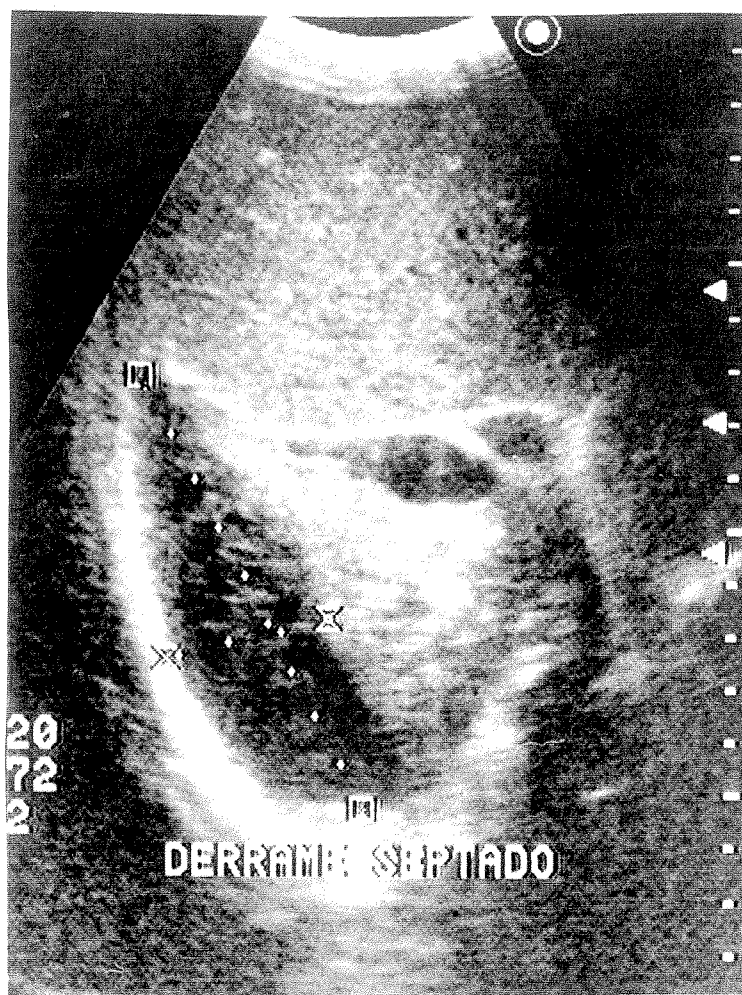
Ecografia torácica: empiema multisseptado
